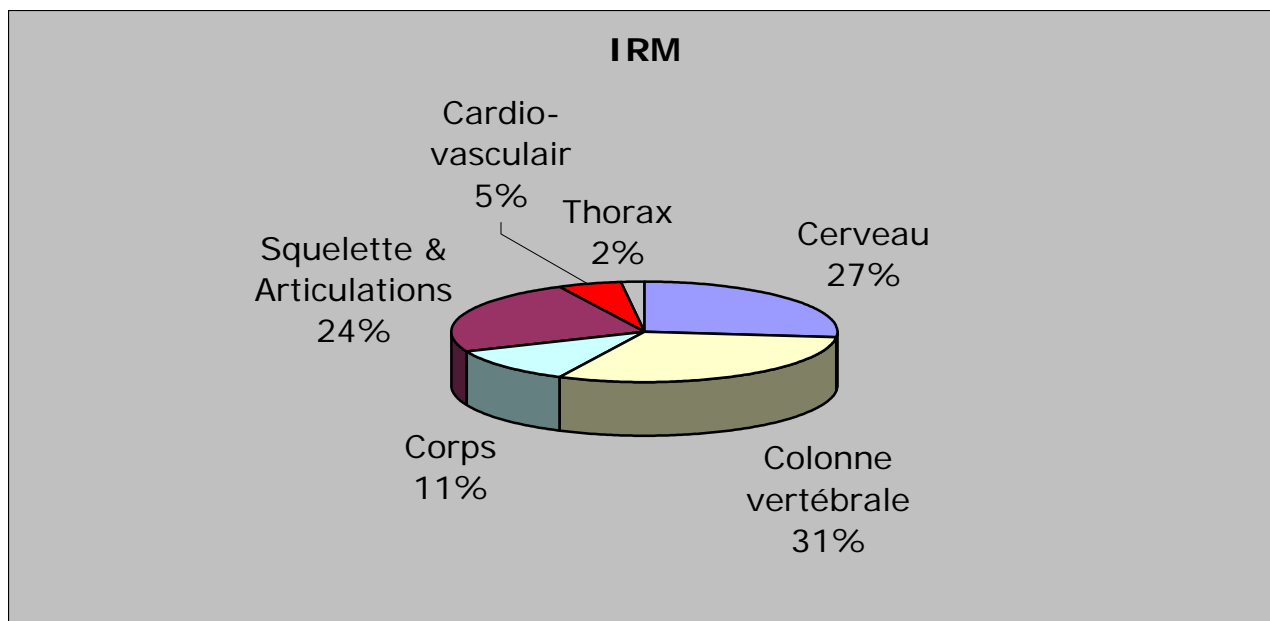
Régions anatomiques explorées par IRM.
